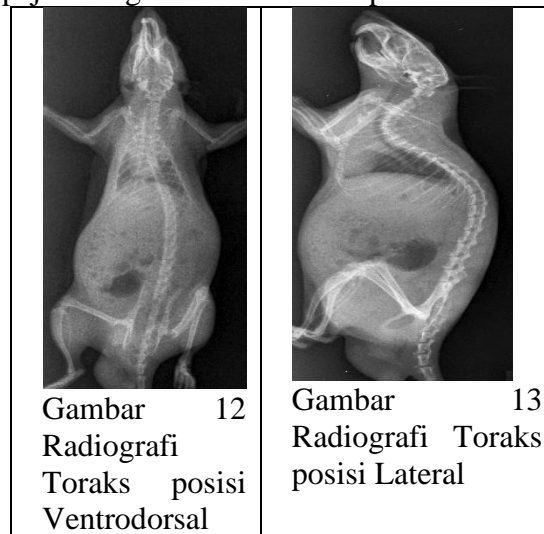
Radiografi Toraks posisi Lateral
